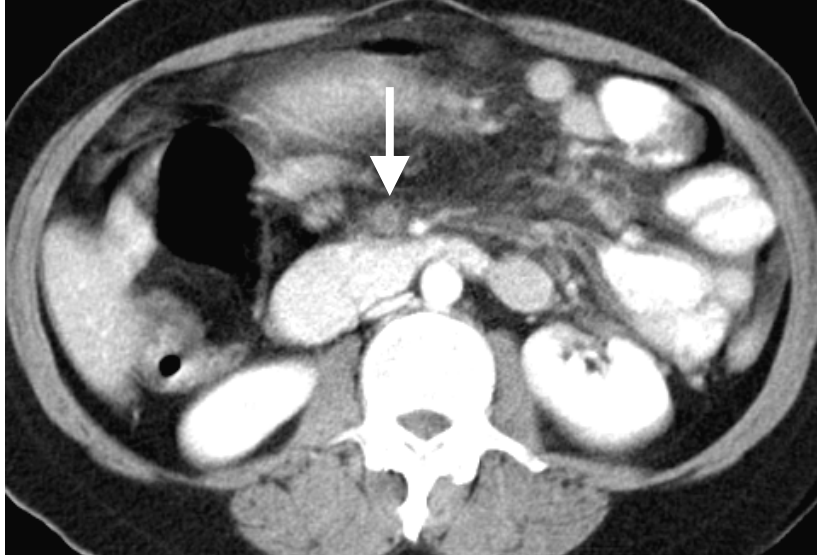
Olgunun konvansiyonel BT incelemesinde barsak duvarında ödeme sekonder hipoatenüasyon, hipokonstrastlanma (büyük ok) ve batın içi serbest sıvı (küçük oklar) görülmekte.
